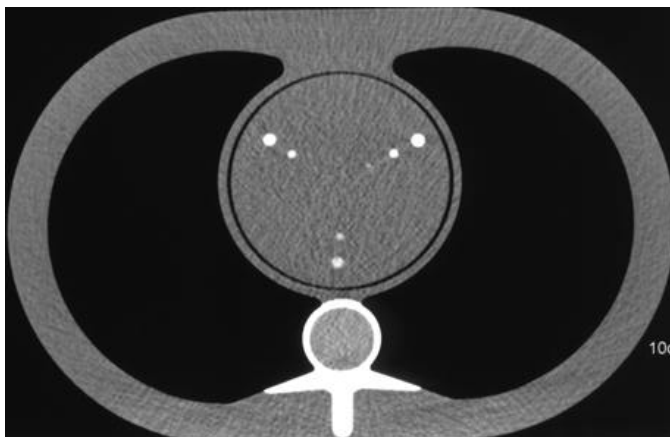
Repräsentatives axiales CT-Bild des untersuchten Cardio-CT Phantoms. Untersuchungsprotokoll Scan 4, Kollimation 2,5 mm. Beachte die Kalzifikationen im zentralen Zylinder. Rechts oben im Zylinder Kalzifikationen mit einer Dichte von 800 HE, links oben mit einer Dichte von 400 HE und in der Mitte unten mit einer Dichte von 200 HE. Von außen nach innen jeweils die 5 x 5 mm, 3 x 3 mm und 1x1 mm Kalzifikationen.*
